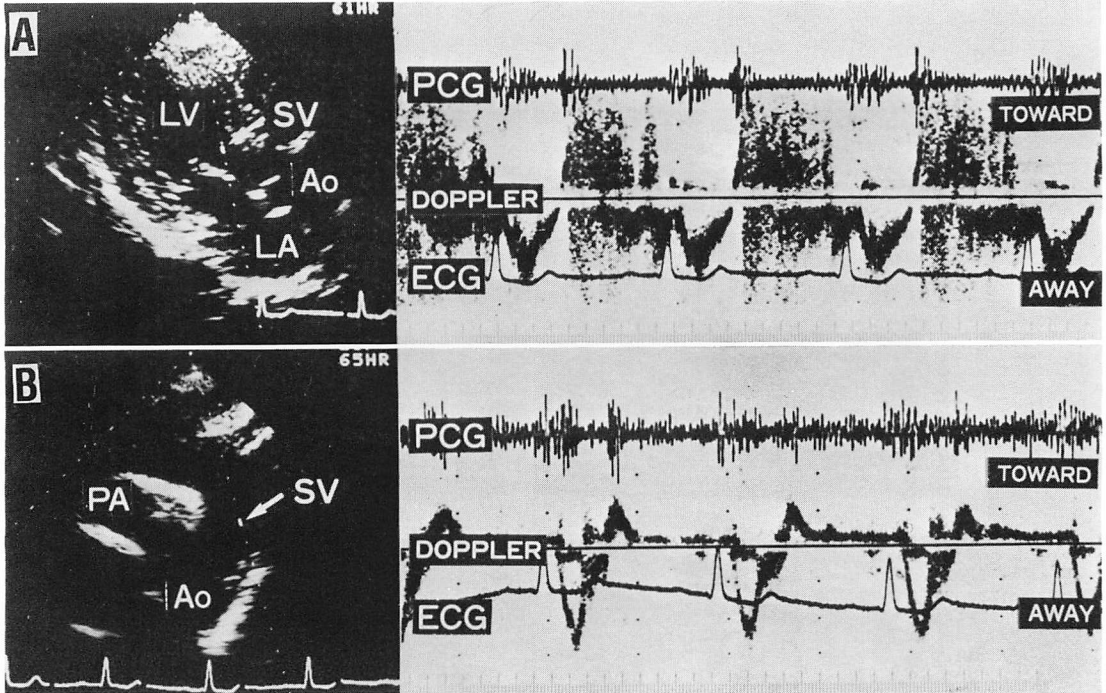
Pulsed Doppler echocardiograms.
